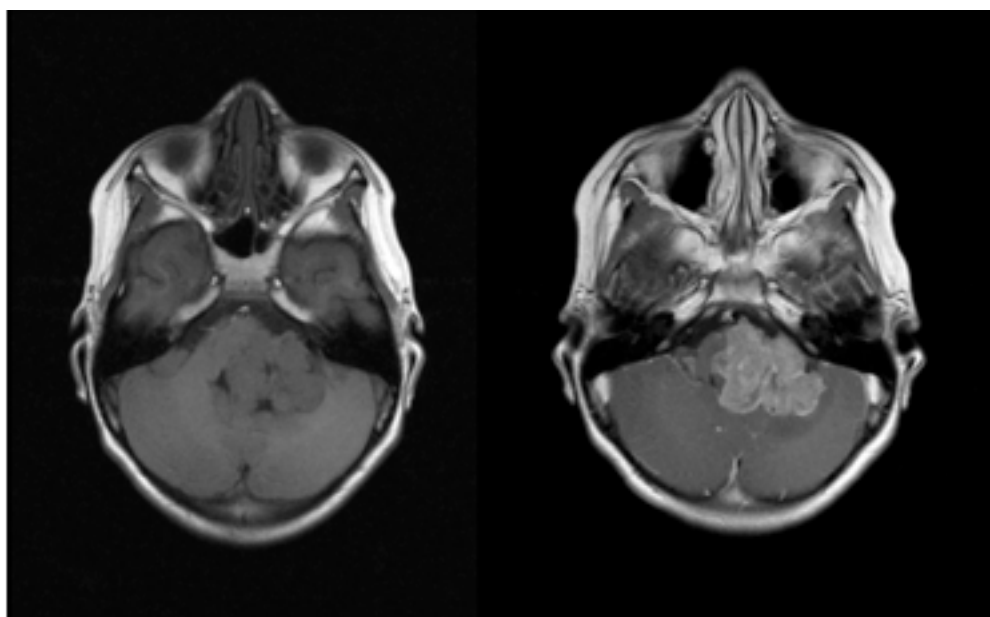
Resonancia Magnética ponderada en T1 A) sin contraste y B) con contraste. Vista axial donde se muestra una tumoración lobulada captadora de contraste ocupando la cisterna cerebelosa inferior izquierda en el ángulo pontocerebeloso, desplazando la protuberancia, el IV ventrículo y el hemisferio cerebeloso del mismo lado.
